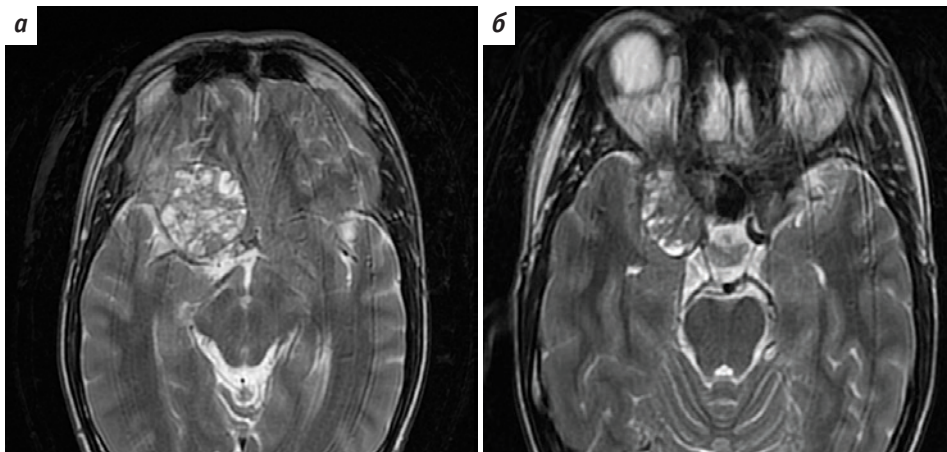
Магнитно-резонансная томография головного мозга пациента М. в аксиальных проекциях (Т2-режим) перед хирургическим удалением новообразования: а – срез на уровне базальных отделов лобных долей головного мозга; б – срез на уровне зрительных нервов
